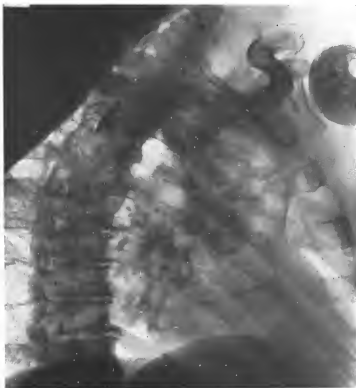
Radiographie prise en oblique. Div, Dv, Dvt, d'aspect ouaté, sont fusionnées en un seul bloc. Les disques intermédiaires ont disparu. A noter les lésions de la tête humérale droite et l'arrêt du lipiodol.
